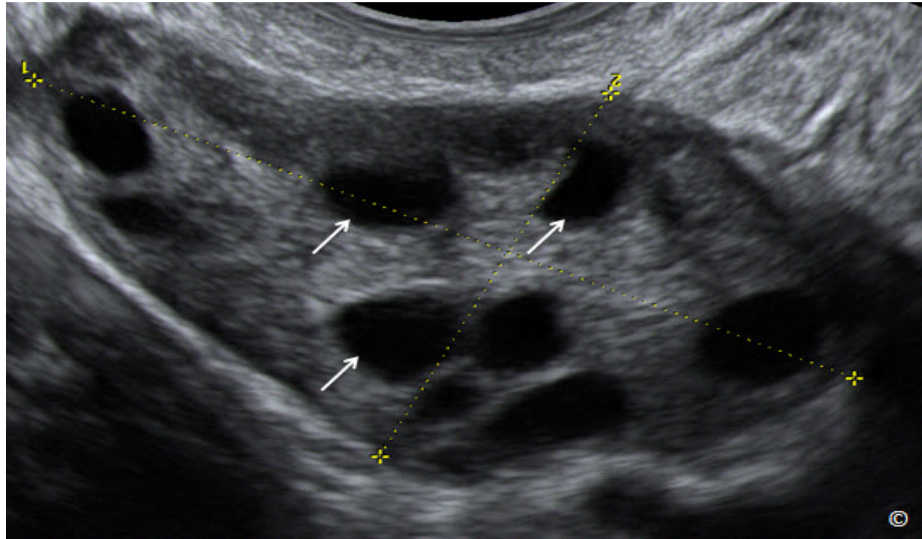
El ultrasonido transvaginal de un ovario normal. Obsérvese la presencia de múltiples folículos ováricos (flechas) que ayudan a diferenciar el ovario del tejido circundante. La imagen es cortesía del Dr. Bernard Benoit.
